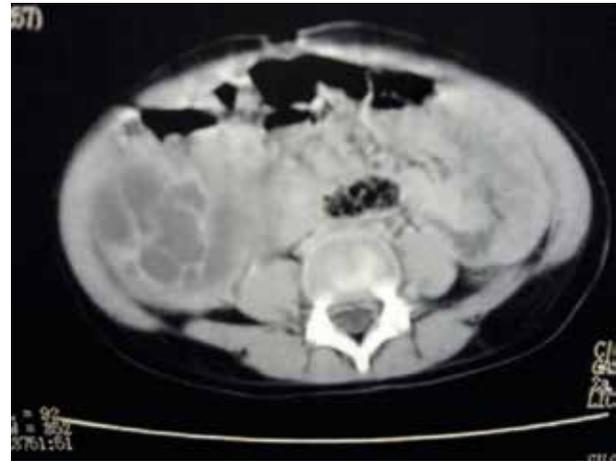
Tomografía axial computarizada abdominal que muestra quiste trabeculado intraabdominal.
